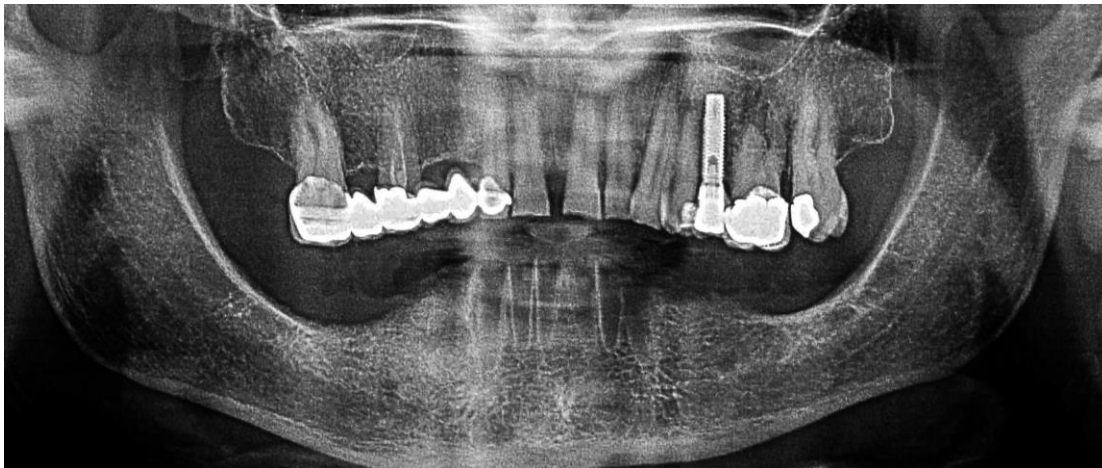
Ortopantomografía inicial.
